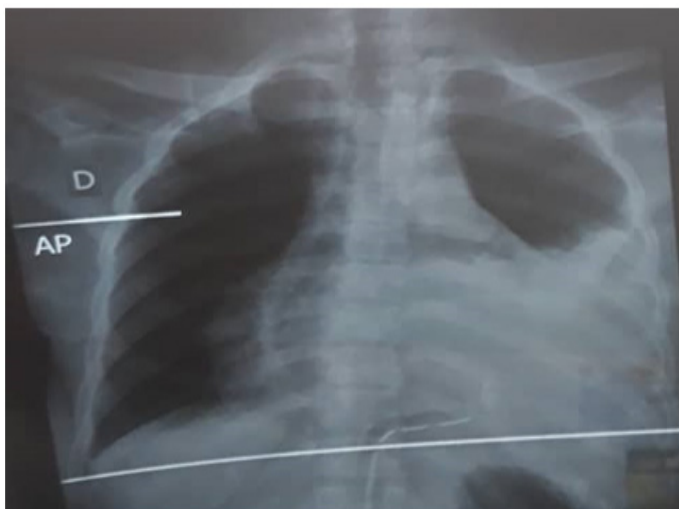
Radiographie thoracique de face mettant en évidence un élargissement de la silhouette cardiomédiastinale et une pleurésie gauche de moyenne abondance.
